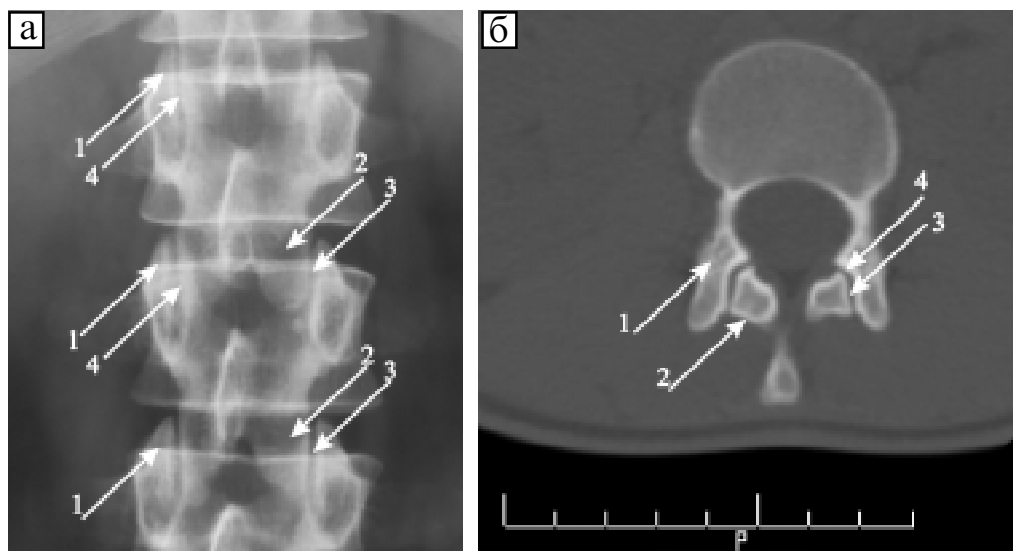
Нормальне зображення дуговідросткових суглобів: а — на рентгенограмі у прямій проекції; б — на аксіальній комп'ютерній томограмі: 1 — верхні суглобові відростки, 2 — нижні суглобові відростки, 3 — суглобові щілини, 4 — замикальні пластинки
